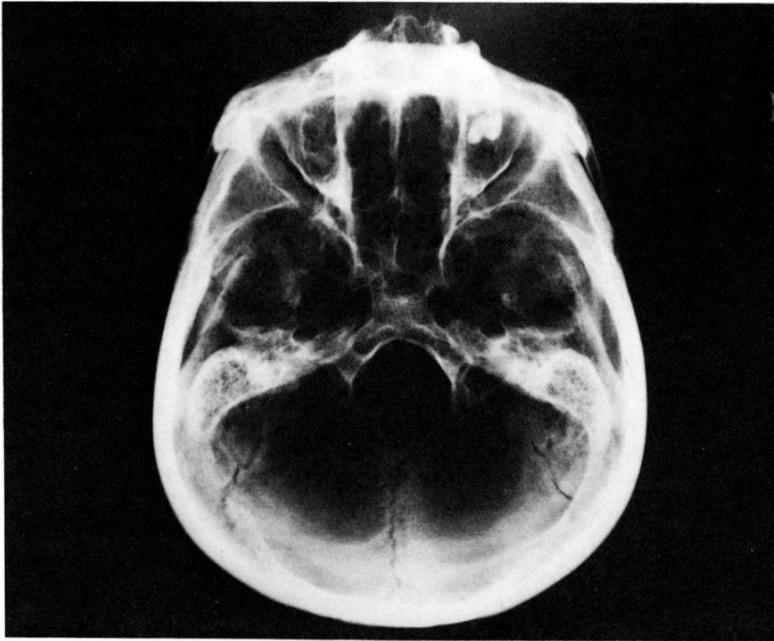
Axial radiograph showing defects in the nasal cavity.
